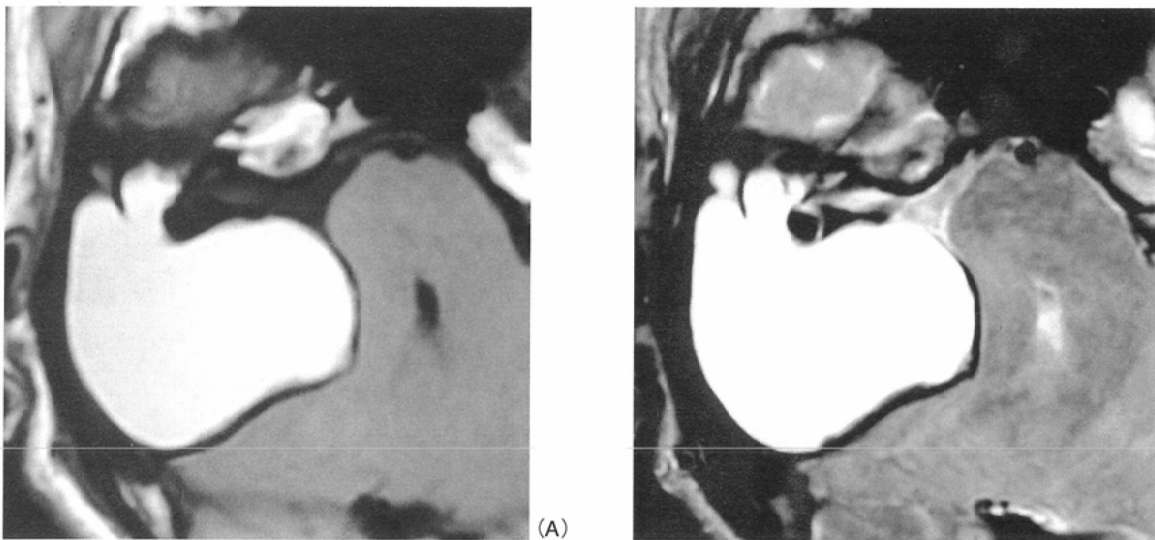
Large cholesterol granuloma. A mass lesion in the right tympanic cavity, mastoid antrum and posterior fossa displays hyperintensity on T1-weighted (A) and T2-weighted (B) images.
